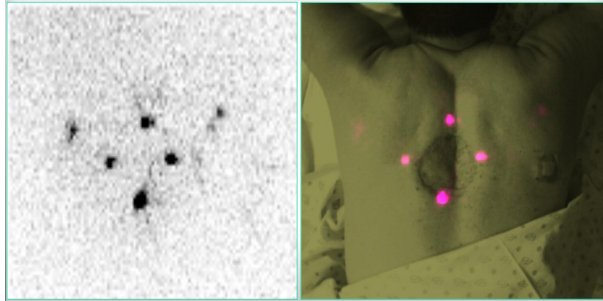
Lymphoscintigraphy and fusion image of skin cancer patient
